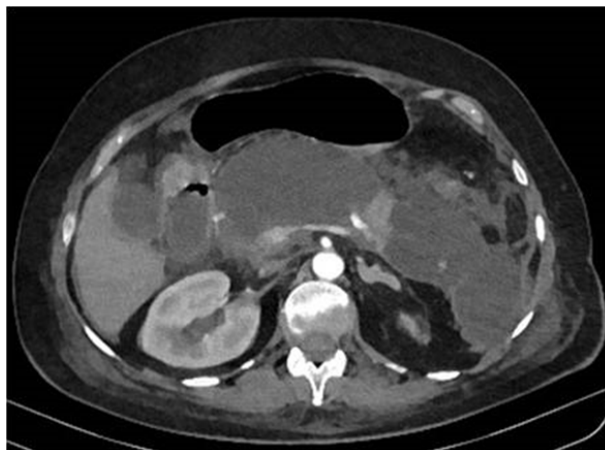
КТ-скан. Острый некротизирующий панкреатит, ассоциированный с ЦМВ
